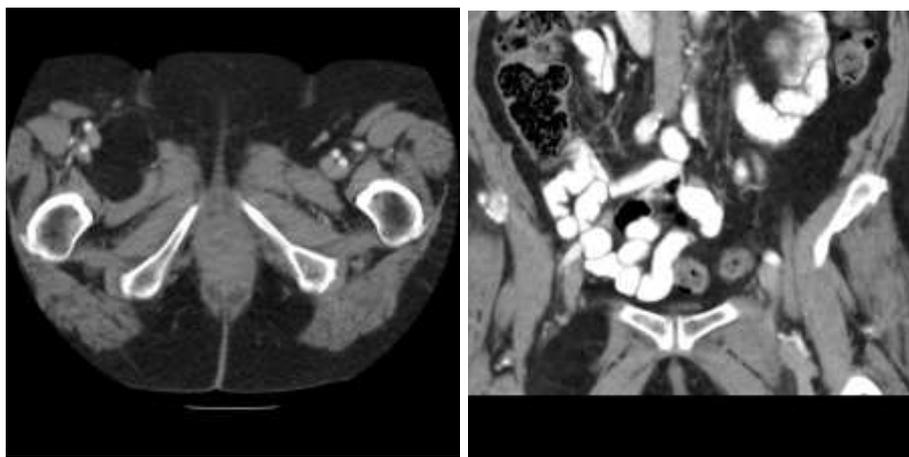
Gambaran hernia spigelian dari CT scan.
